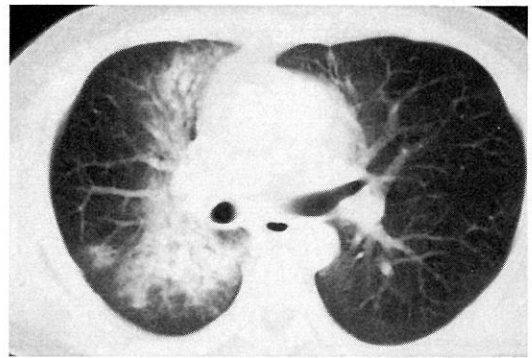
Chest CT scan of a patient with radiation pneumonitis shows relatively sharp edges of the densities corresponding to the margins of the radiation port.
